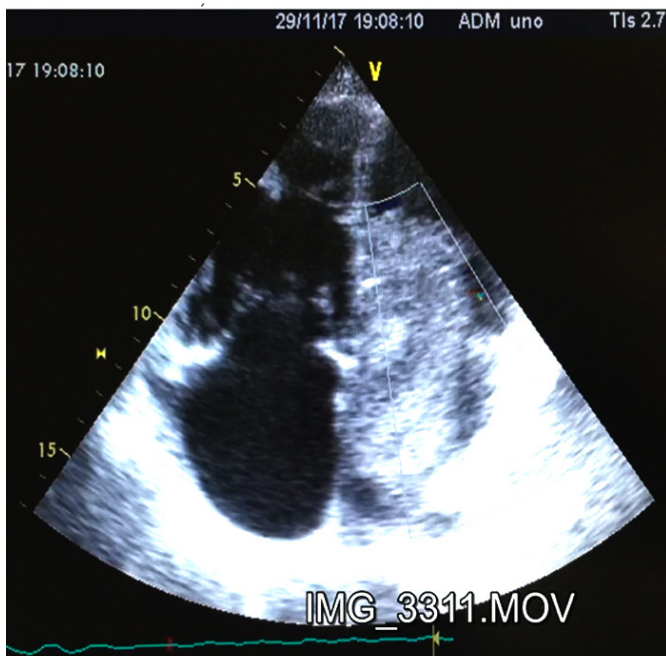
Eje largo Ecocardiograma
